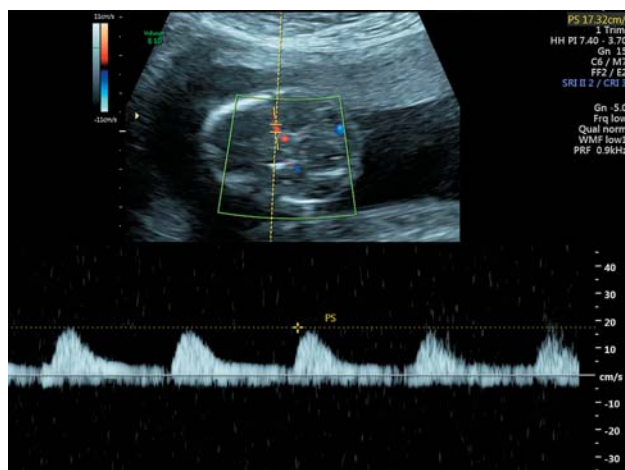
Кровоток в СМА через 7 ч после трансфузии.
